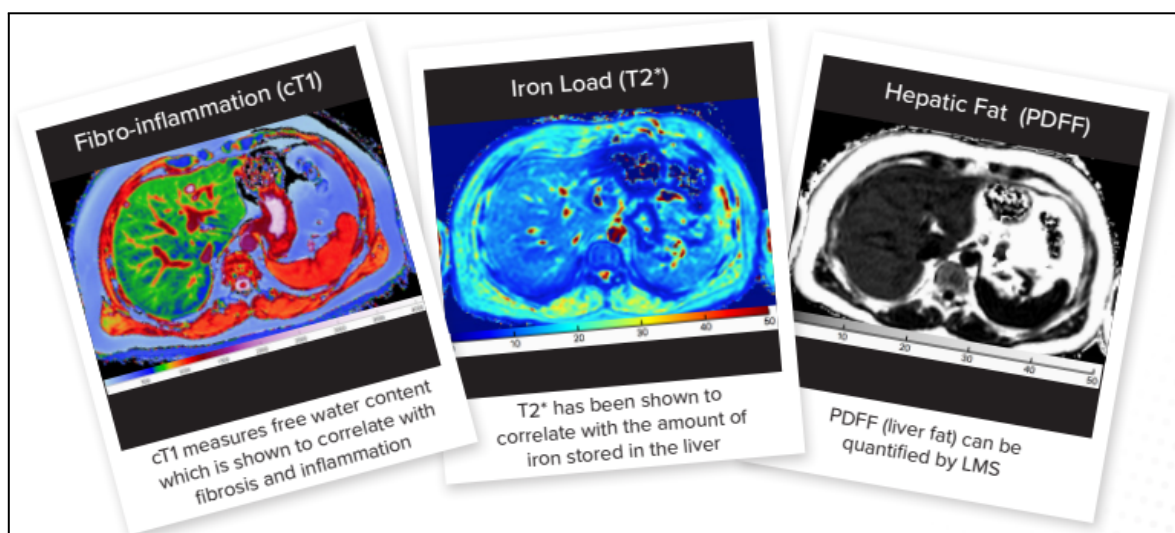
Le LiverMultiScan[®], une méthode d'IRM multiparamétrique [148]
